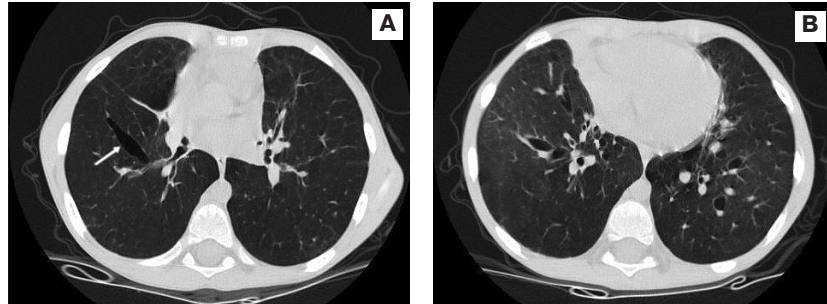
КТ легких: А — выраженное вздутие обоих легких; В — резкое уменьшение диаметра сосудов, двусторонние бронхоэктазы. Линейной формы воздух в интерстициальном пространстве (стрелка). Плевромедиастинальные сращения с обеих сторон
